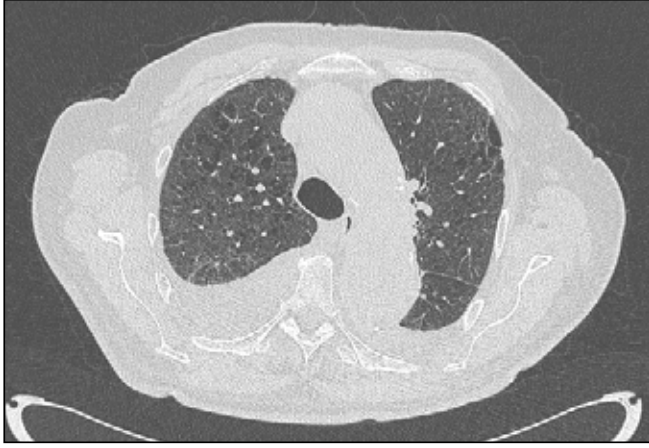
b. Aynı hastanın 30 gün sonra çekilen BT'sinde bilateral alt loblarda fibrotik bantlar şeklinde rezidüel parankim bulguları dikkati çekmektedir.
